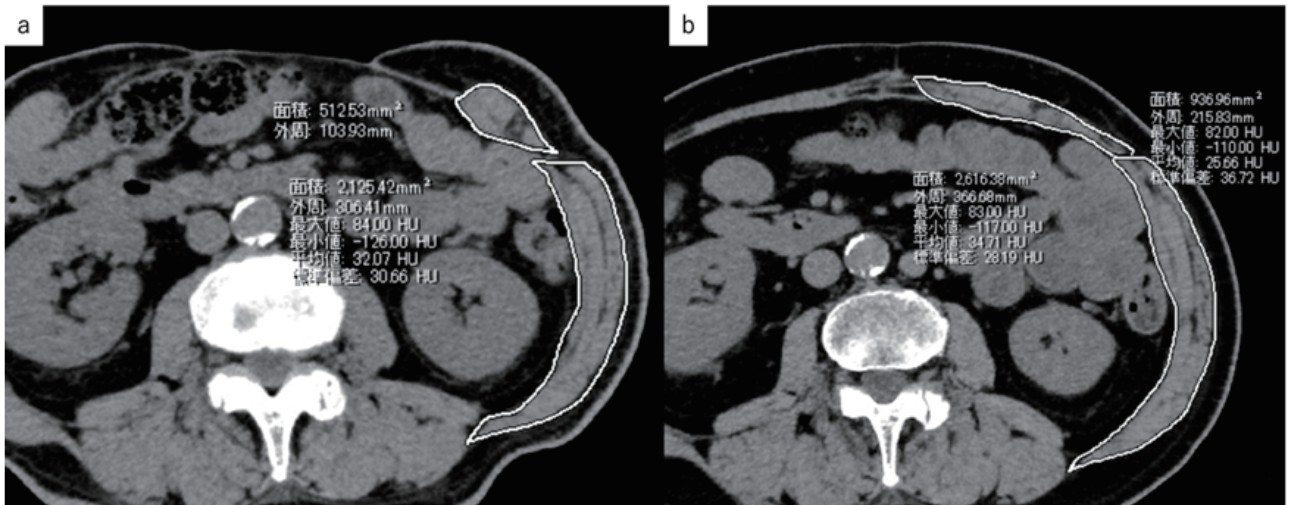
腹壁 CT 水平断で術前後の腹壁を構成する筋層の面積をいずれも第3腰椎の高さで比較した。
